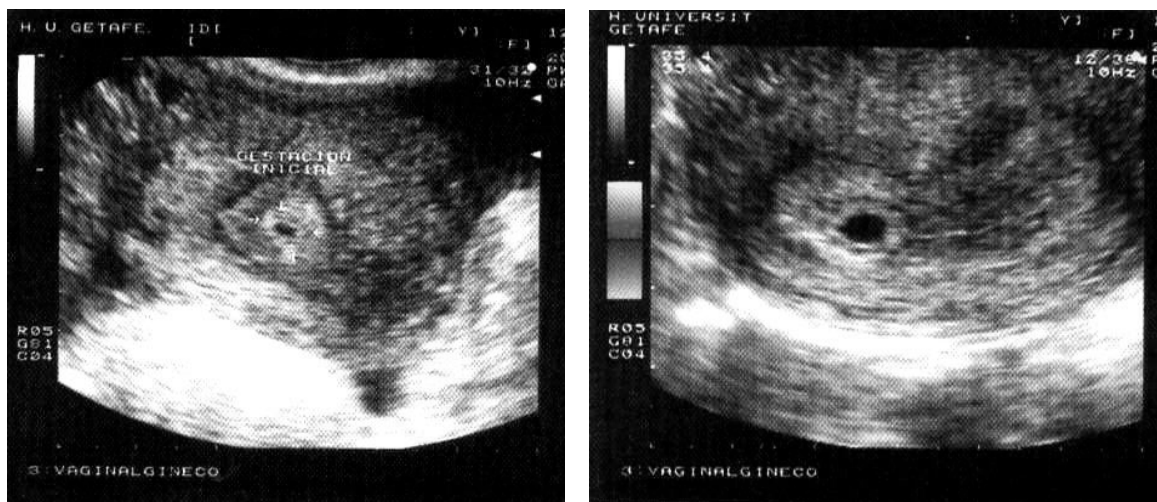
Izq. y Der. Saco gestacional de 5 semanas en el espesor del endometrio con ecografía transvaginal. Obsérvese el centro sonoluciente y el halo refringente.
